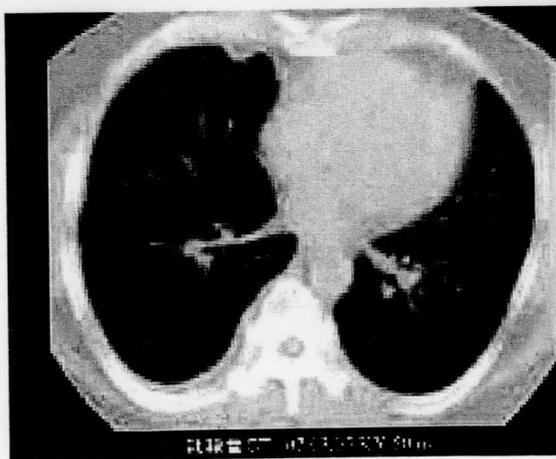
Low dose CT 10mm thickness. CT reveals diffuse thickening and a small flat nodule of the right pleura.
